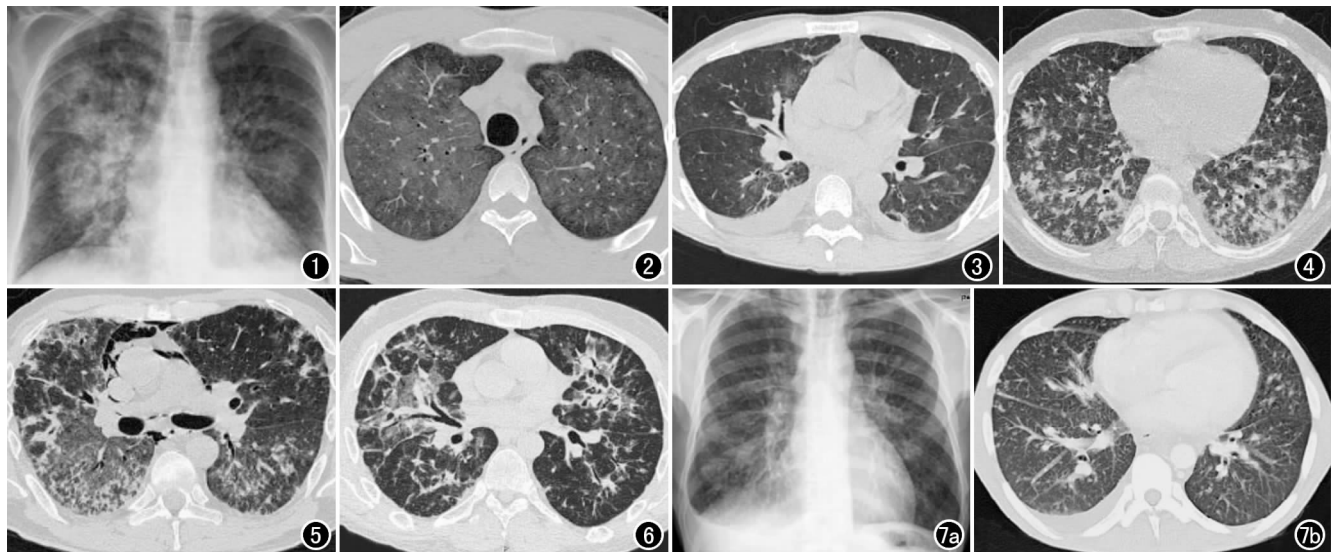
艾滋病合并肺囊虫病患者。传统 X 片显示双侧不对称的肺泡和肺间质浸润,病变局限在肺野。图 2 艾滋病合并肺囊虫病患者。1d 前开始干咳,传统 X 片没有显示异常,高分辨率 CT 则显示肺尖毛玻璃状阴影。图 3 经过激素治疗的肺囊虫病。高分辨率 CT 扫描显示双侧不对称、前后倾斜分布毛玻璃状阴影。图 4 肺囊虫病合并急性髓性白血病患者。虽经非特异性抗体治疗,实质表明仍进展,高分辨率 CT 扫描显示双侧肺野透亮度减低呈毛玻璃状,还可见网格状肺实变阴影。图 5 艾滋病合并肺囊虫病,用复方磺胺甲恶唑治疗一周,高分辨率 CT 扫描显示散在的不对称的毛玻璃状阴影,同时存在着肺实变和周围支气管阴影,预示着肺纤维化和纵隔气肿的开始。图 6 慢性血液病合并卡氏肺囊虫肺炎患者。图 7 患者 1 年后出现发热,体重减轻。肺囊虫病复发合并粟粒性肺结核患者在同天影像片可见散在分布的粟粒状阴影。a) 胸片; b) CT 片。
